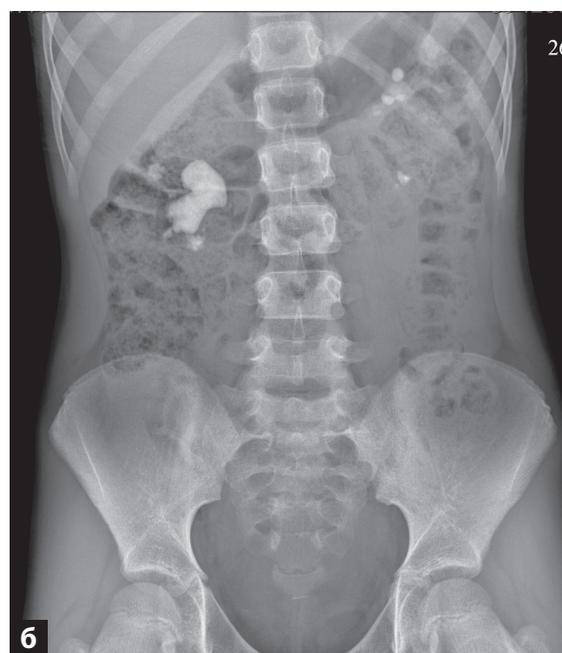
Обзорная рентгенография брюшной полости
